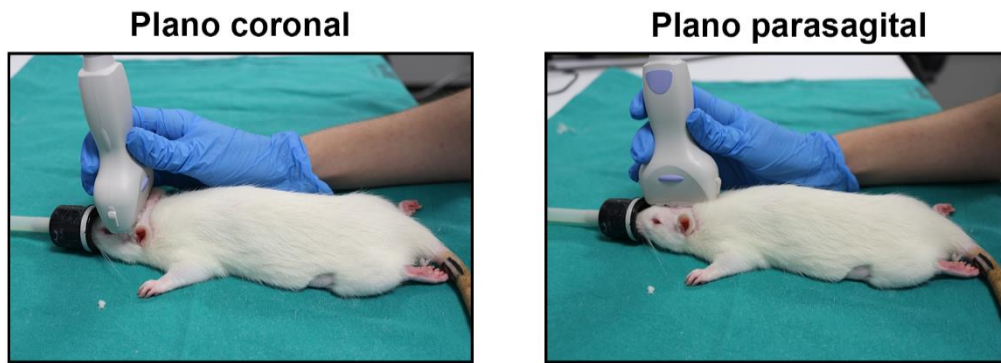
Posicionamiento de la sonda. Colocación de la sonda de ultrasonidos para la obtención de las imágenes coronales y parasagitales. El volumen de la HIC se estudió tanto en el plano coronal como en el plano parasagital, mientras que el desplazamiento de las estructuras cerebrales se determinó en el plano coronal.
